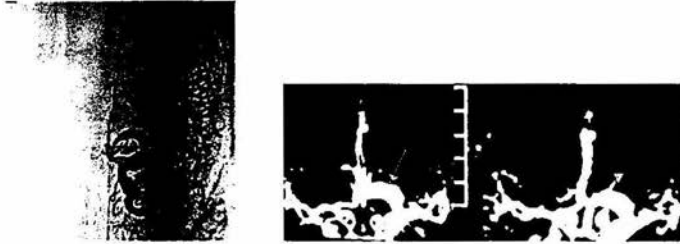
Angiografía y angiotomografía donde se observa aneurisma fusiforme carotideo izquierdo.
